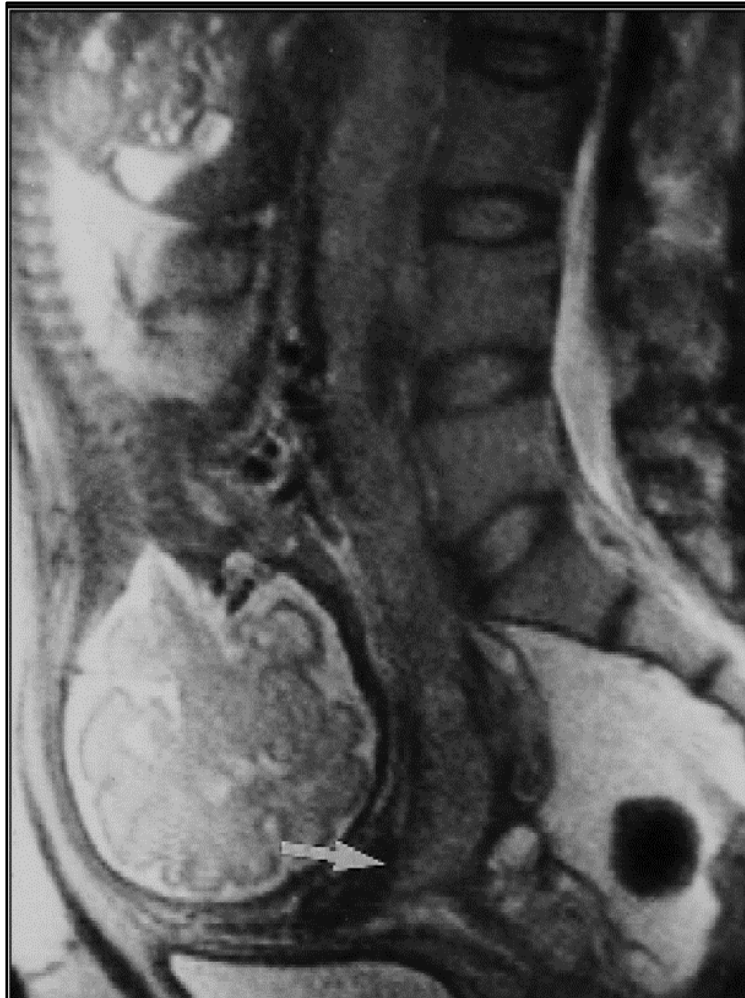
(Geneve fondation médicale d'éducation et recherche, Mai : 2007): Une IRM coupe sagittale chez une femme enceinte de 29 SA qui montre un placenta prævia partiellement recouvrant
